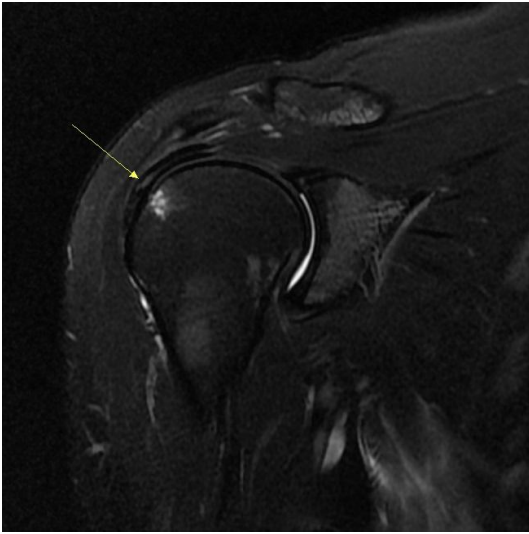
Rt.shoulder MRI of Case 4 서OO.
